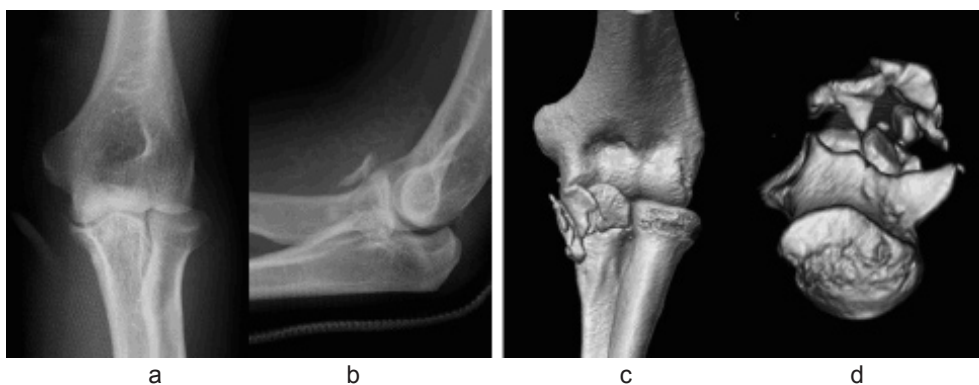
初診時単純 X 線 (a,b) 初診時 CT (c,d)
